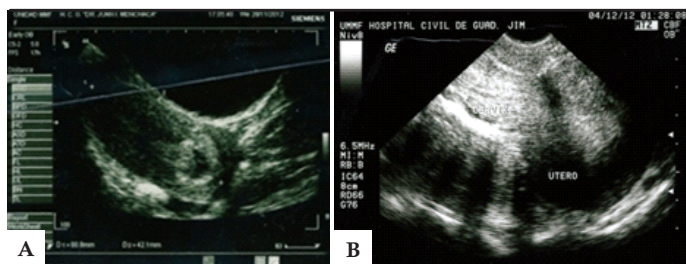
A. Imagen sonográfica de saco gestacional a nivel cervical. B. Ultrasonido después de la expulsión del saco gestacional.
